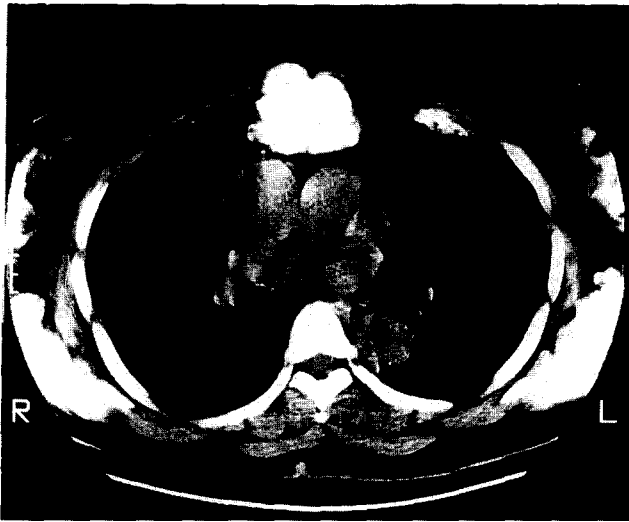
Hemangioma. Chest CT showing popcorn-like, calcified, protrudent tumor mass on sternum.
